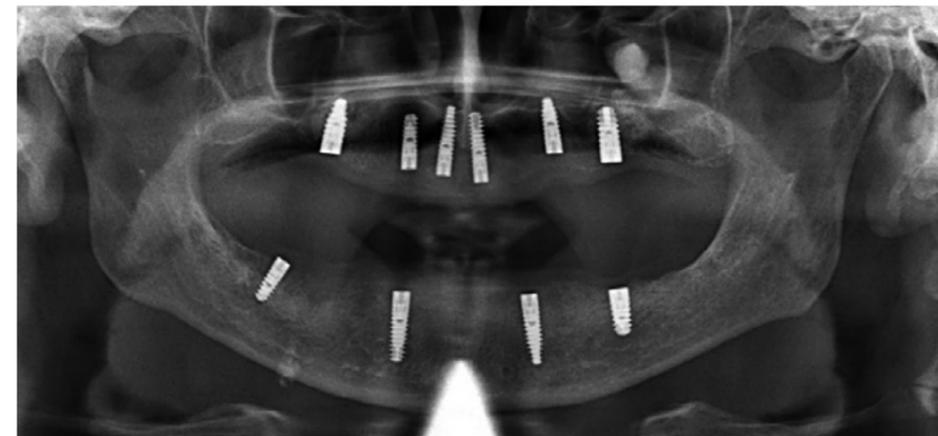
Postoperative Röntgenkontrolle
